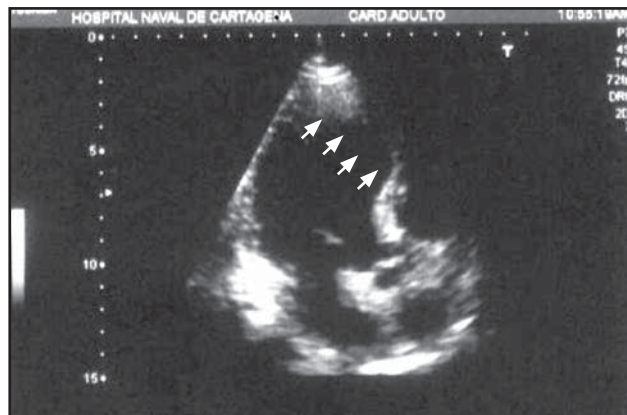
Ecocardiograma transtorácico eje largo; hipoquinesia severa de los segmentos anterior, mesial y apical de septum, no trombos.
